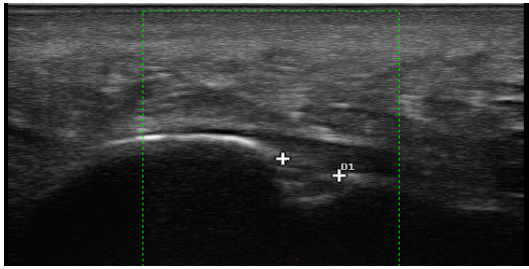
Coupe longitudinale de l'enthèse de l'aponévrose plantaire en mode Doppler objectivant une érosion grade 2 sans signal Doppler.
